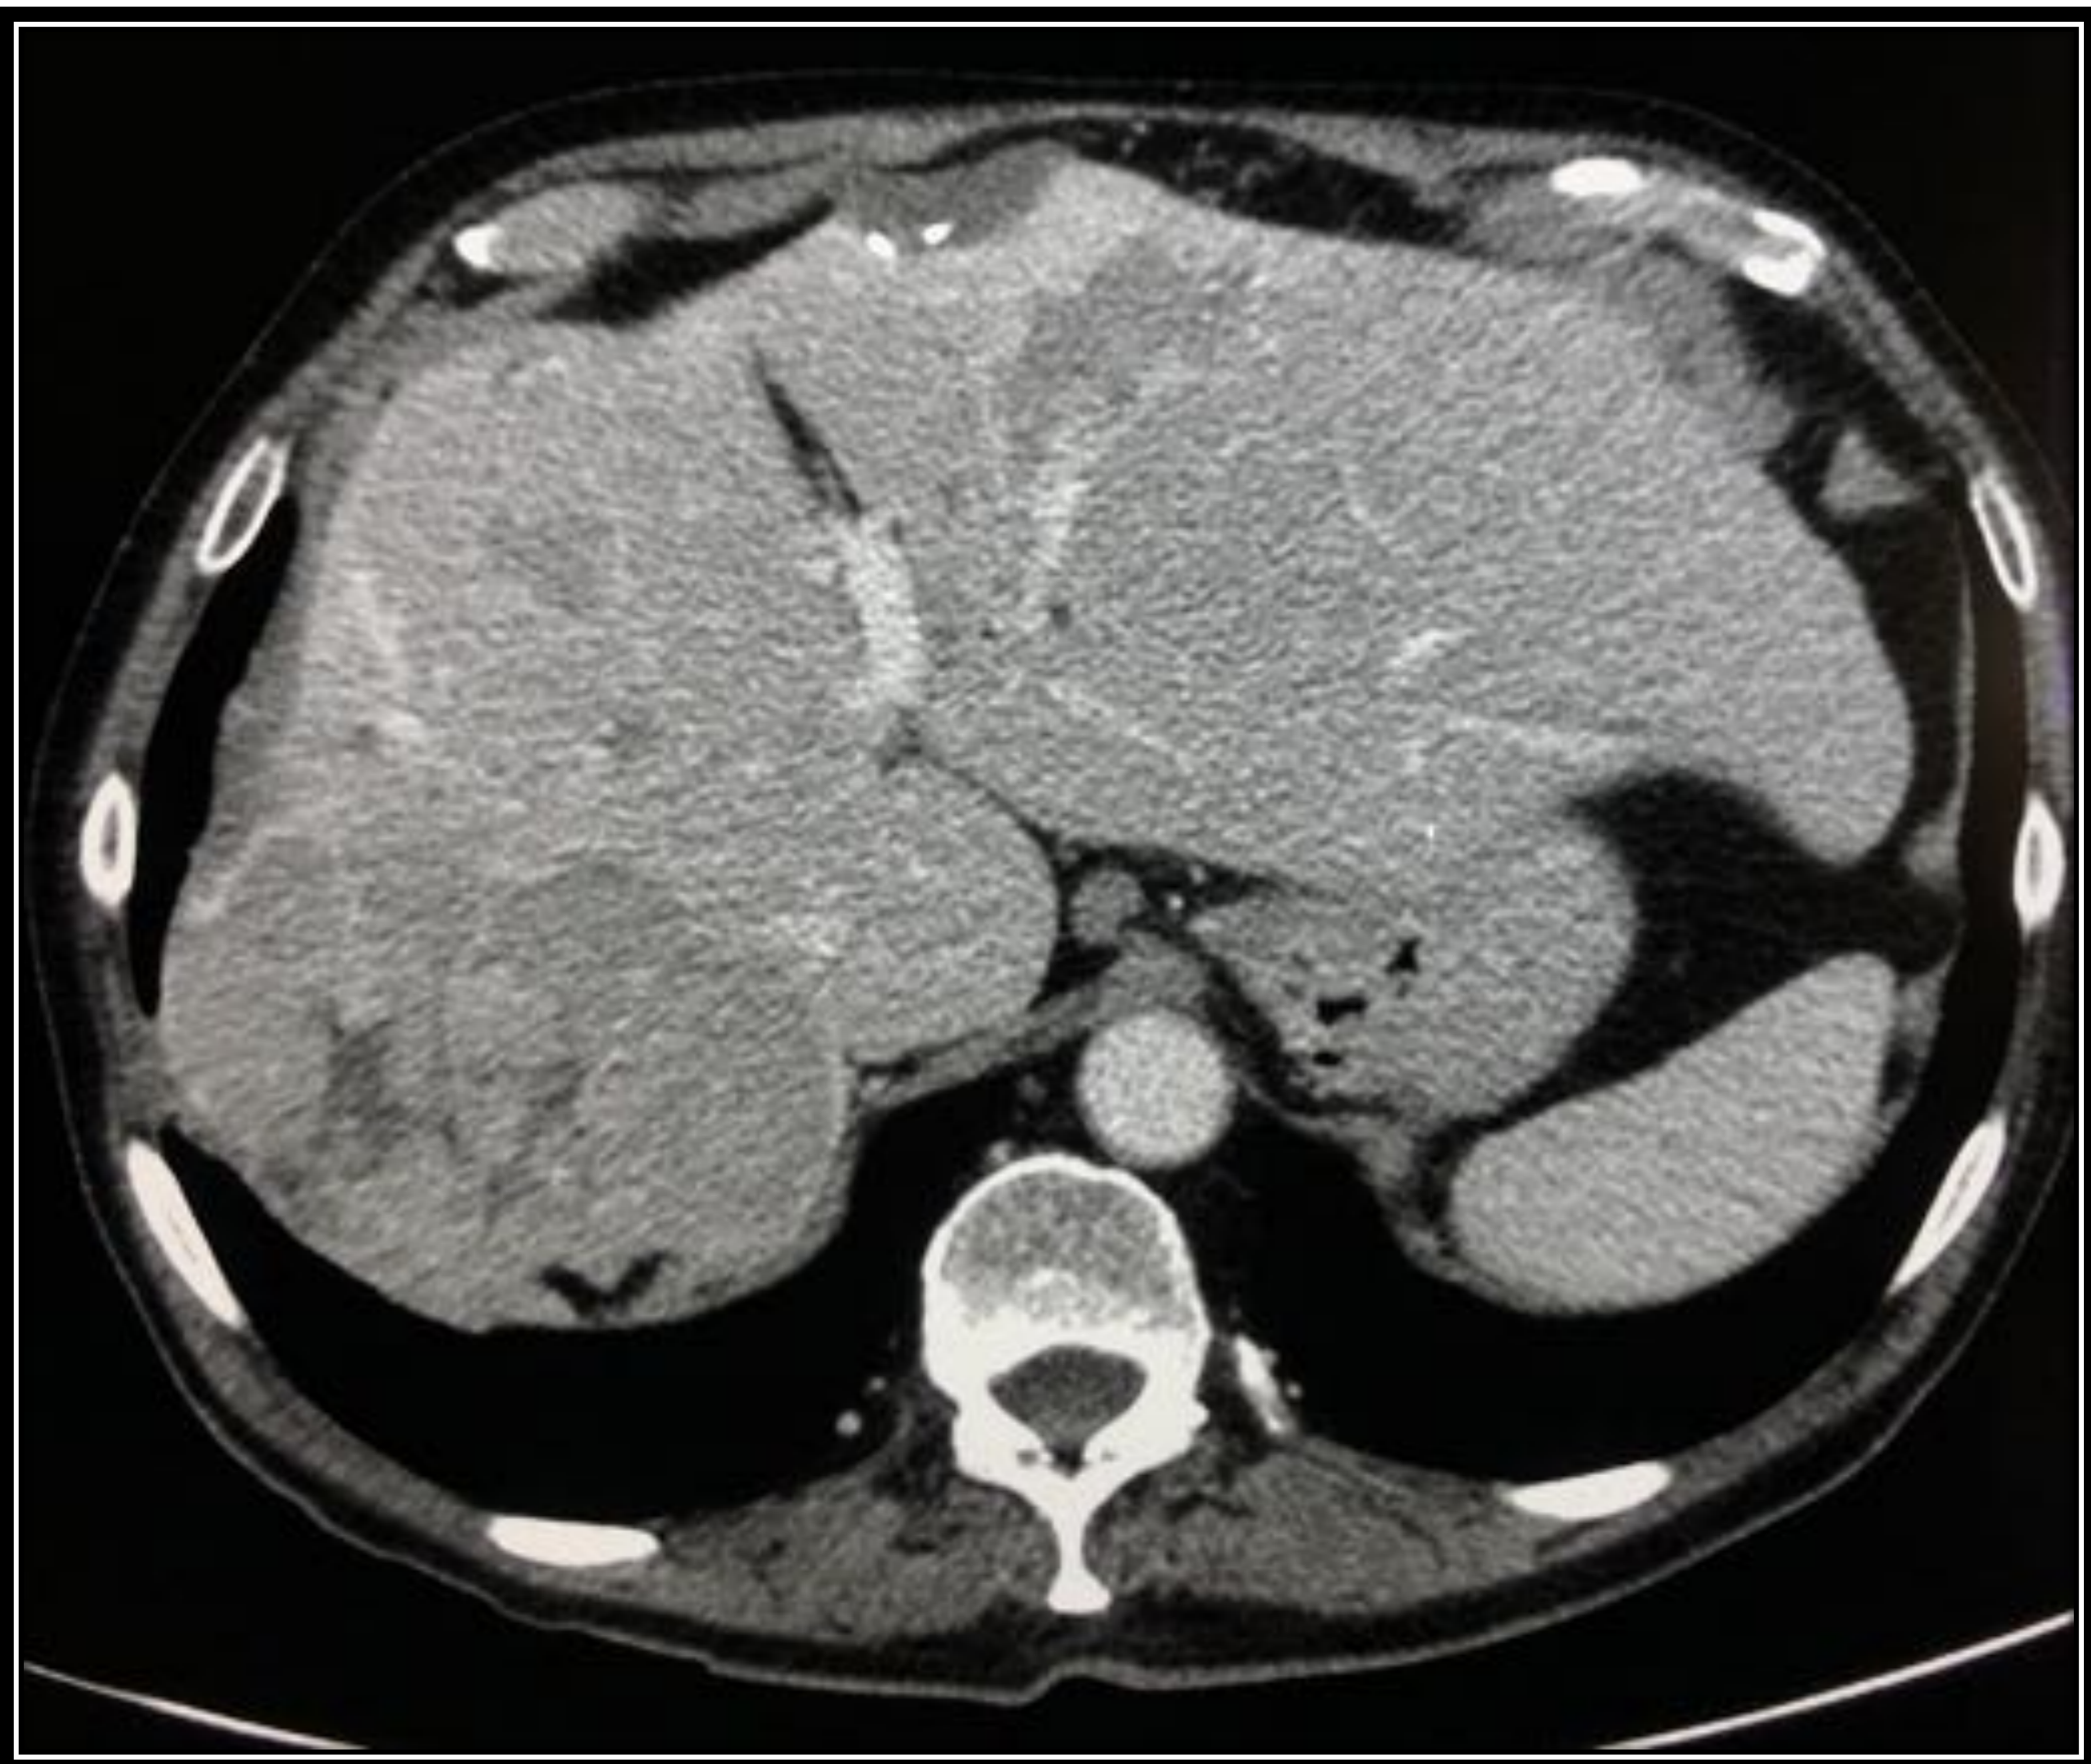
TC con contraste en fase tardía. Las dos lesiones descritas en la figura 2, presentan lavado persistiendo únicamente un tenue realce en la periferia de las lesiones.
